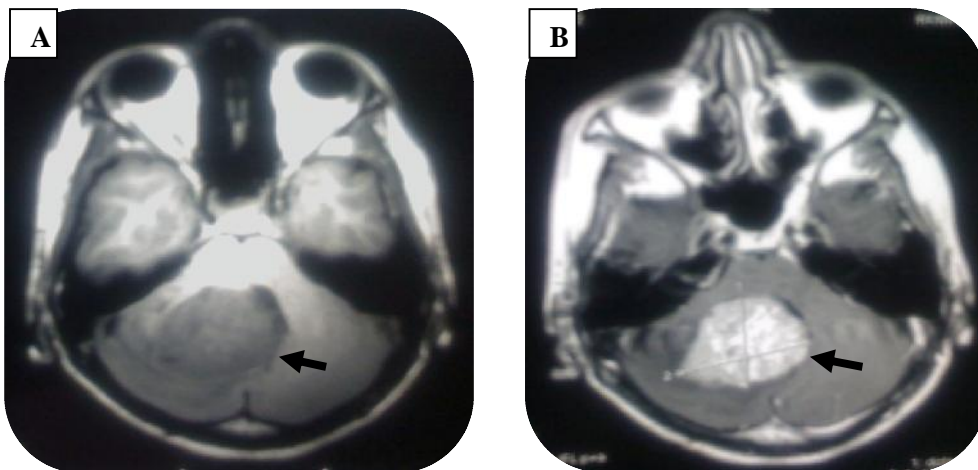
IRM en coupes axiales. A : Hypo intense en T1, B : prise de contraste homogène
